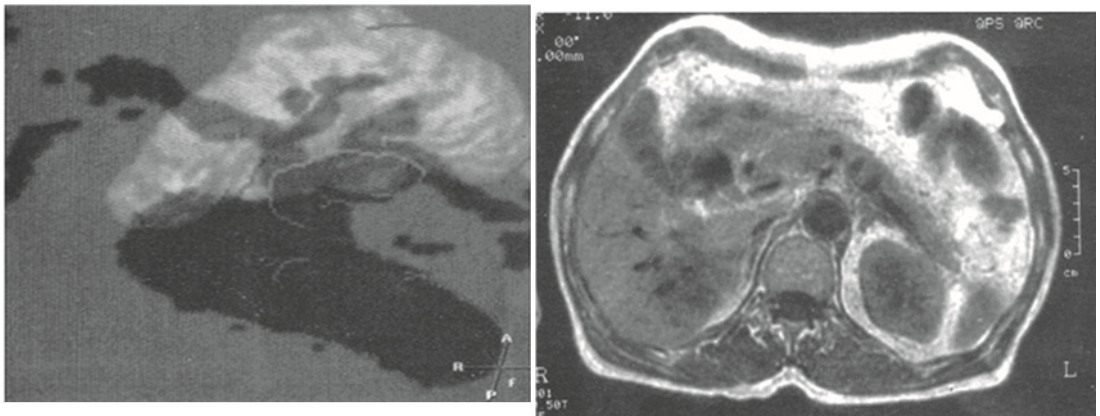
Tomografia 3D. Imaginea tumorii pancreatice și a vaselor magistrale
